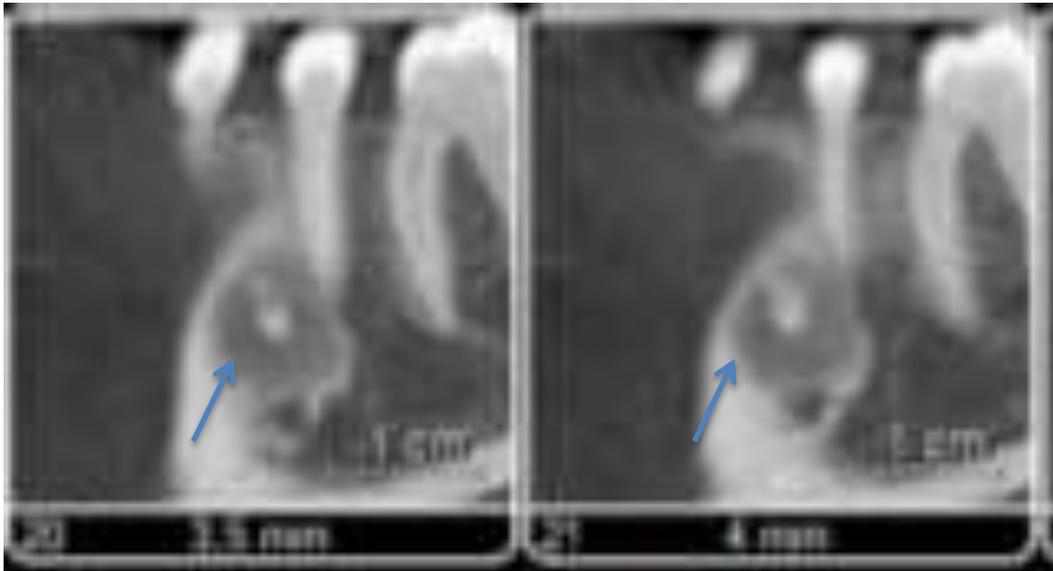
Reconstrução panorâmica da tomografia computadorizada - Imagem em corte sagital, hipodensa bem circunscrita, com foco radiopaco na região apical da unidade dentária 3.4.
